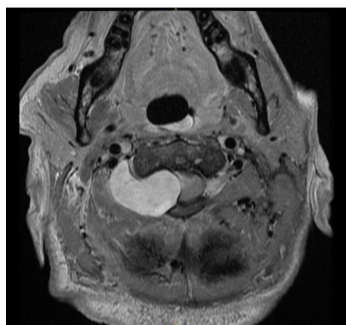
Corte axial de resonancia magnética, se muestra lesión hiperintensa con compresión significativa de la médula espinal a nivel de la unión bulbomedular.
